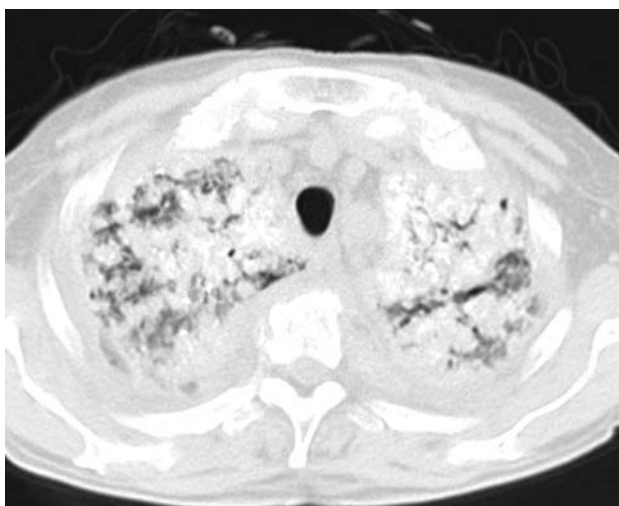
Фрагменты КТ органов грудной клетки пациентки (февраль 2009 г.): дальнейшее нарастание изменений в легких.
